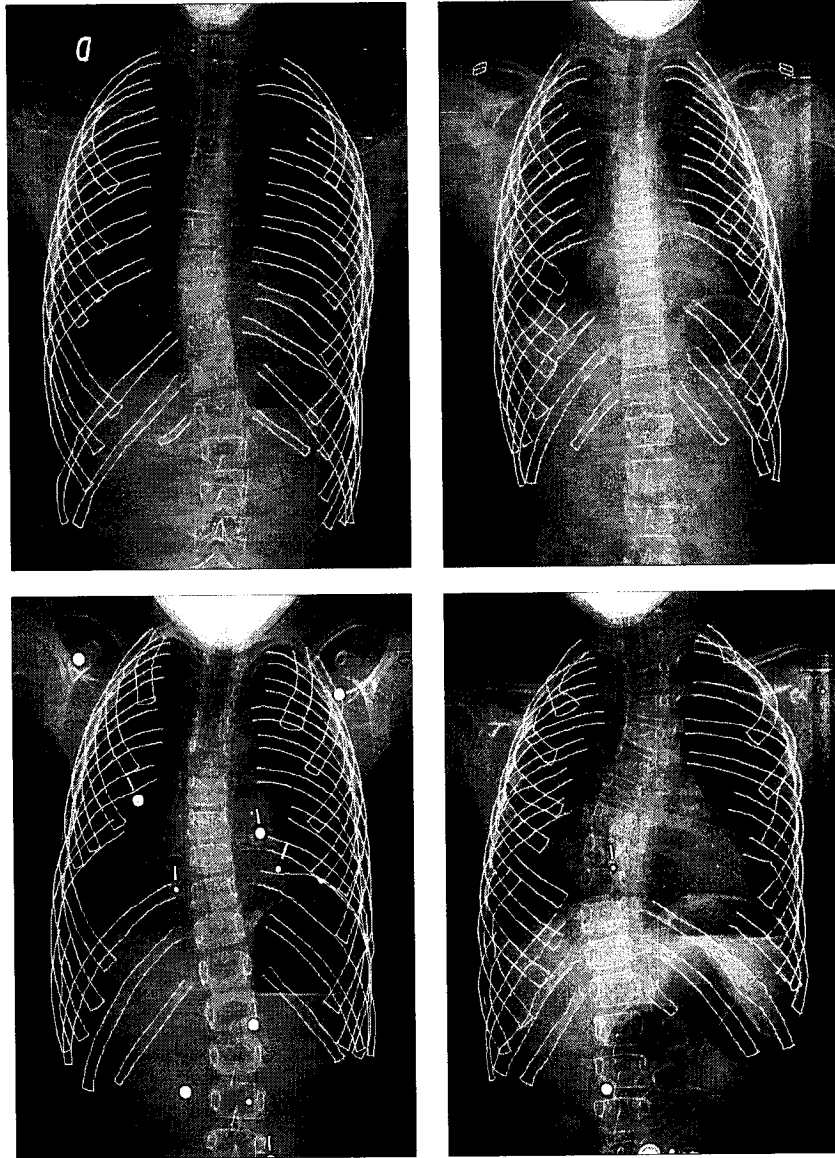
Quatre bons résultats visuels. Le nombre moyen de côtes détectées par radiographie dans cet ensemble de résultats visuels est de 22,25.
